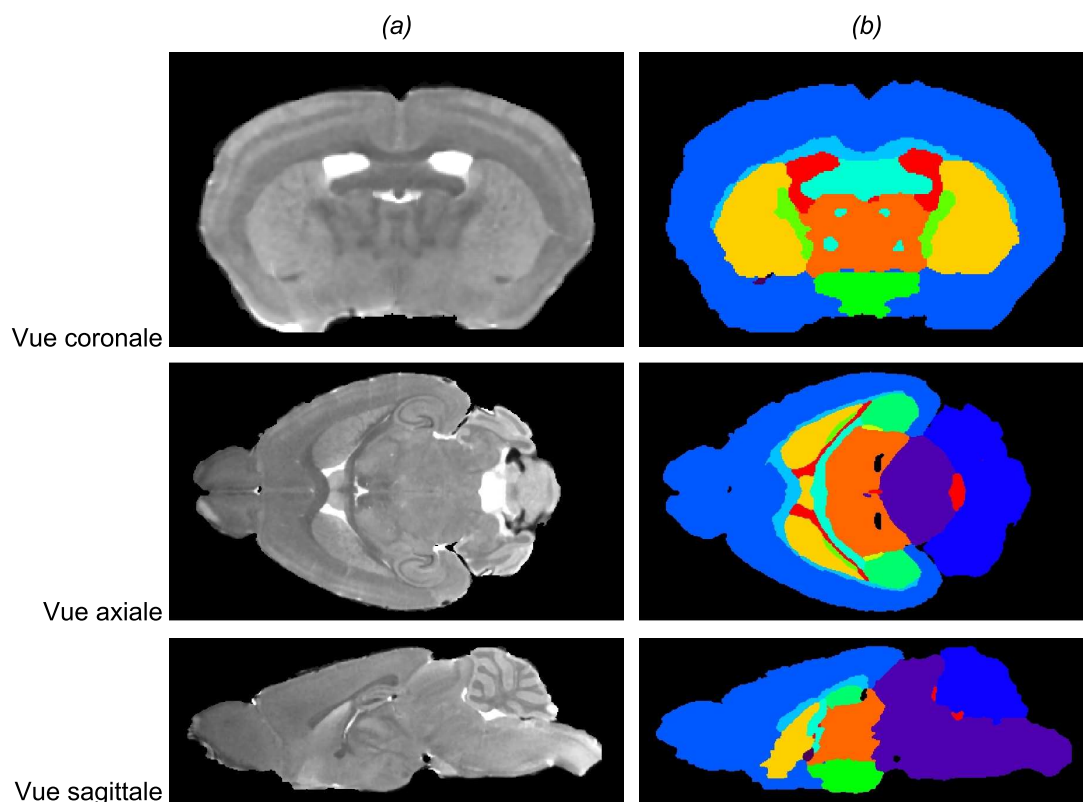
Vues coronales, axiales et sagittales de l'IRM pondérée en T1 (a) et de l'atlas associé (b).
